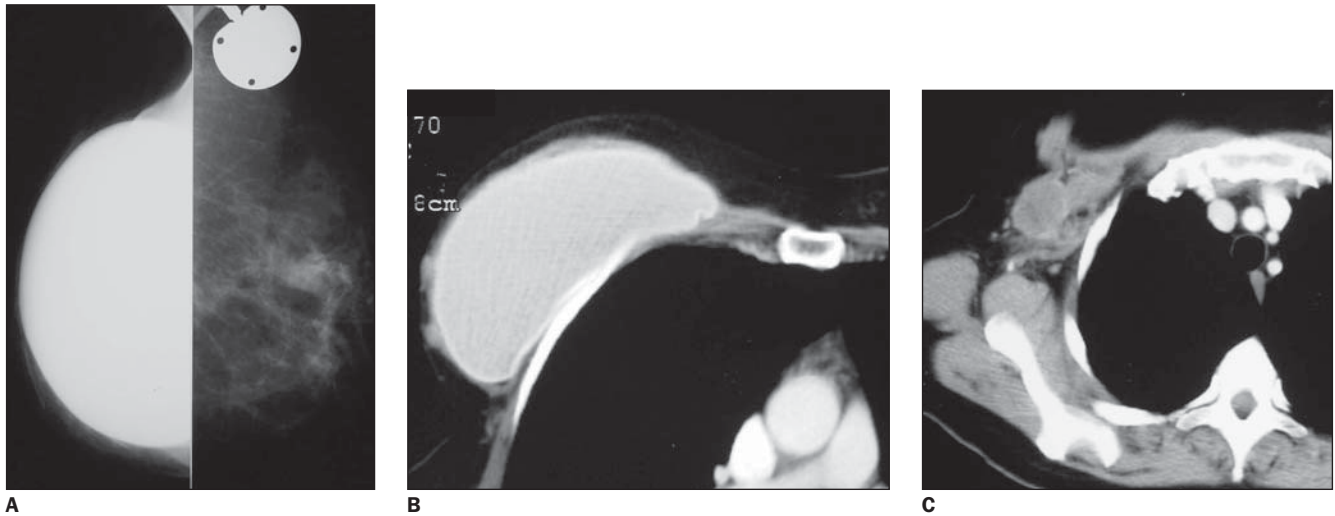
Paciente de 47 anos de idade, mastectomizada à direita há dois anos, com reconstrução mamária com implante de silicone, apresentando queixa de nódulo palpável ao nível da cicatriz cirúrgica. A: Mamografia demonstrando implante com contornos regulares, com pequena quantidade de tecido subcutâneo, porém sem evidenciar nódulos. B: Tomografia computadorizada realizada para rastreamento de lesões secundárias no parênquima pulmonar identificando pequenos nódulos junto ao contorno anterior do implante. C: Linfonodomegalia em região axilar.
